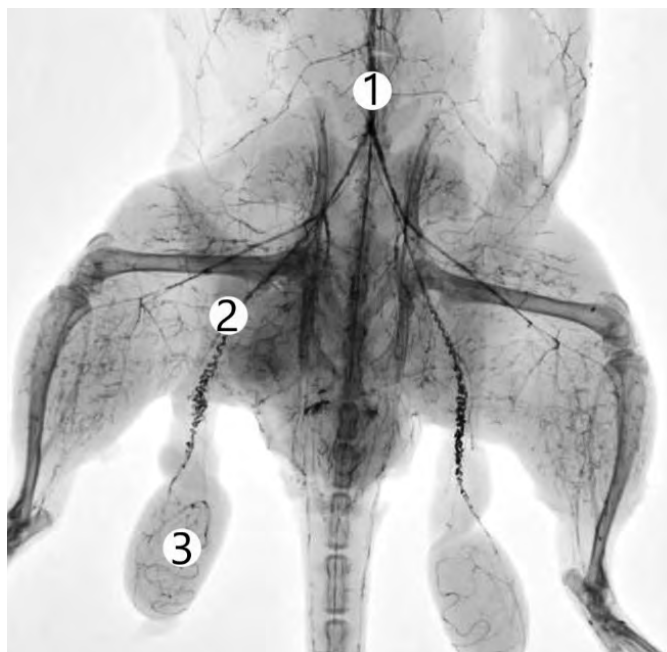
Рентгеноангіограма артерій ячок шурів у нормі. Ін'єкція судин водною суспензією дрібнодисперсного свинцевого сурику. Рентгенограма. 1 – черевний відділ аорти; 2 – ячкова артерія; 3 – артеріальний серпантин
